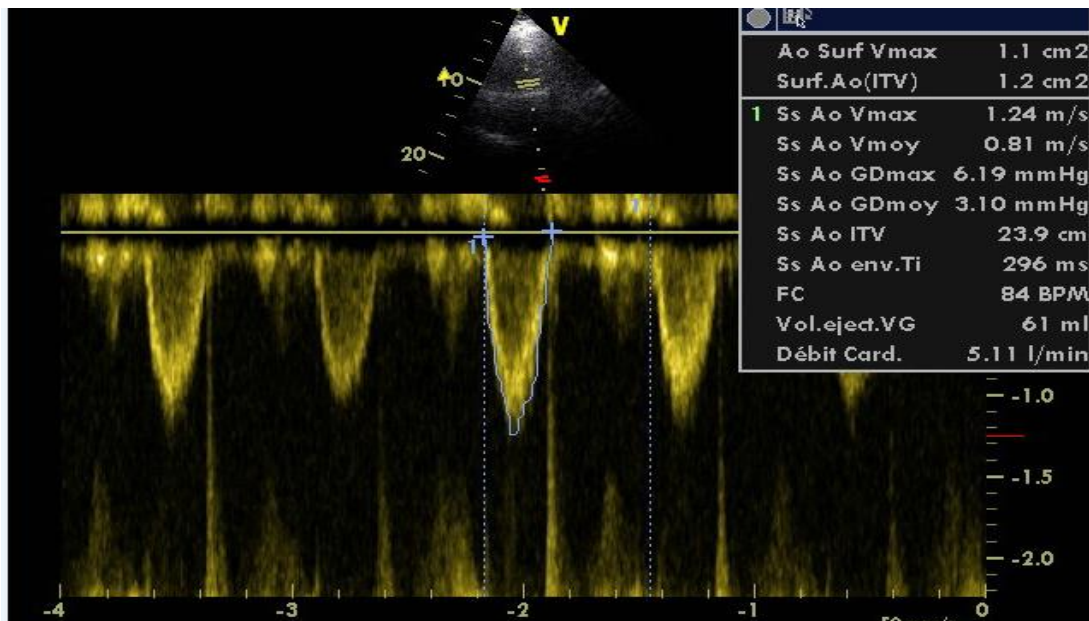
12. Imagerie de l'échocardiographie doppler cas clinique N° 03
